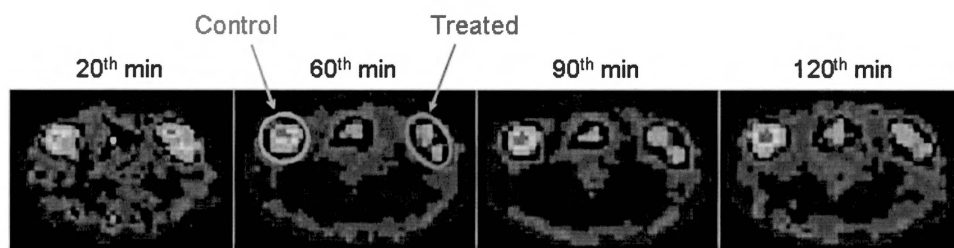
Selected FDG-PET image frames (1 min duration) taken at different times during the ZnPcS₂-PDT treatment.
